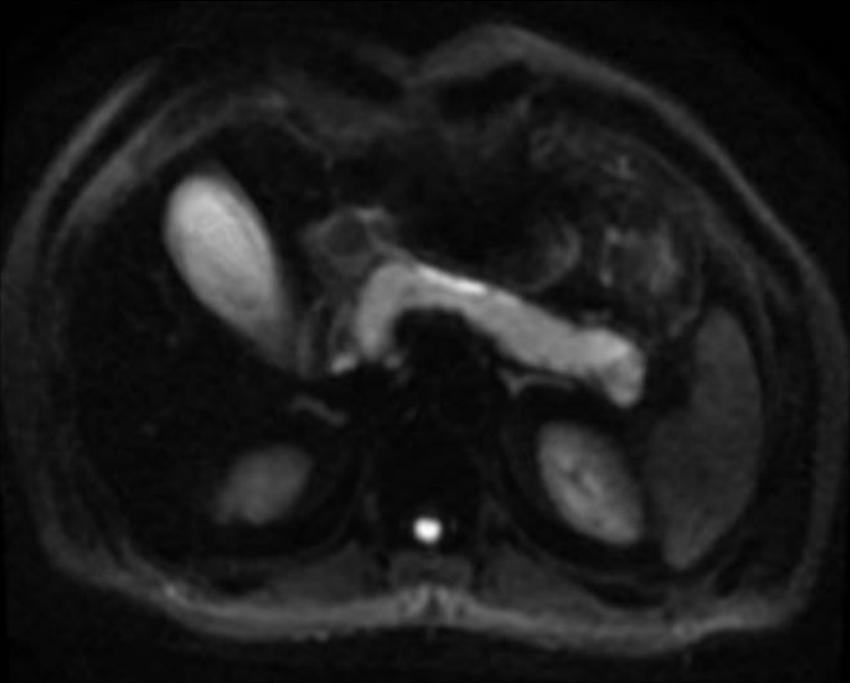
(Difusión-DWI=b600): Hiperseñal difusa y homogénea.
